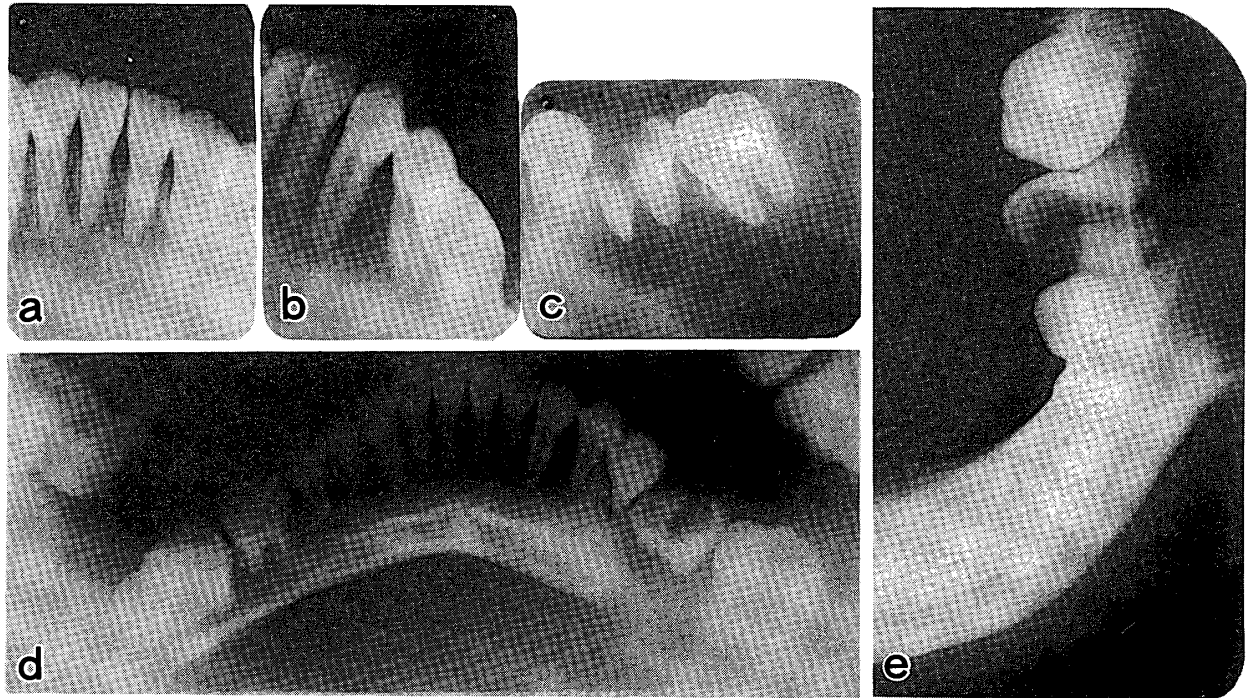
顎骨中心性巨細胞修復性肉芽腫の1例 (a~c: 歯科用X線写真, d: 口腔内線源方式パノラマX線写真, e: 咬合用X線写真)
